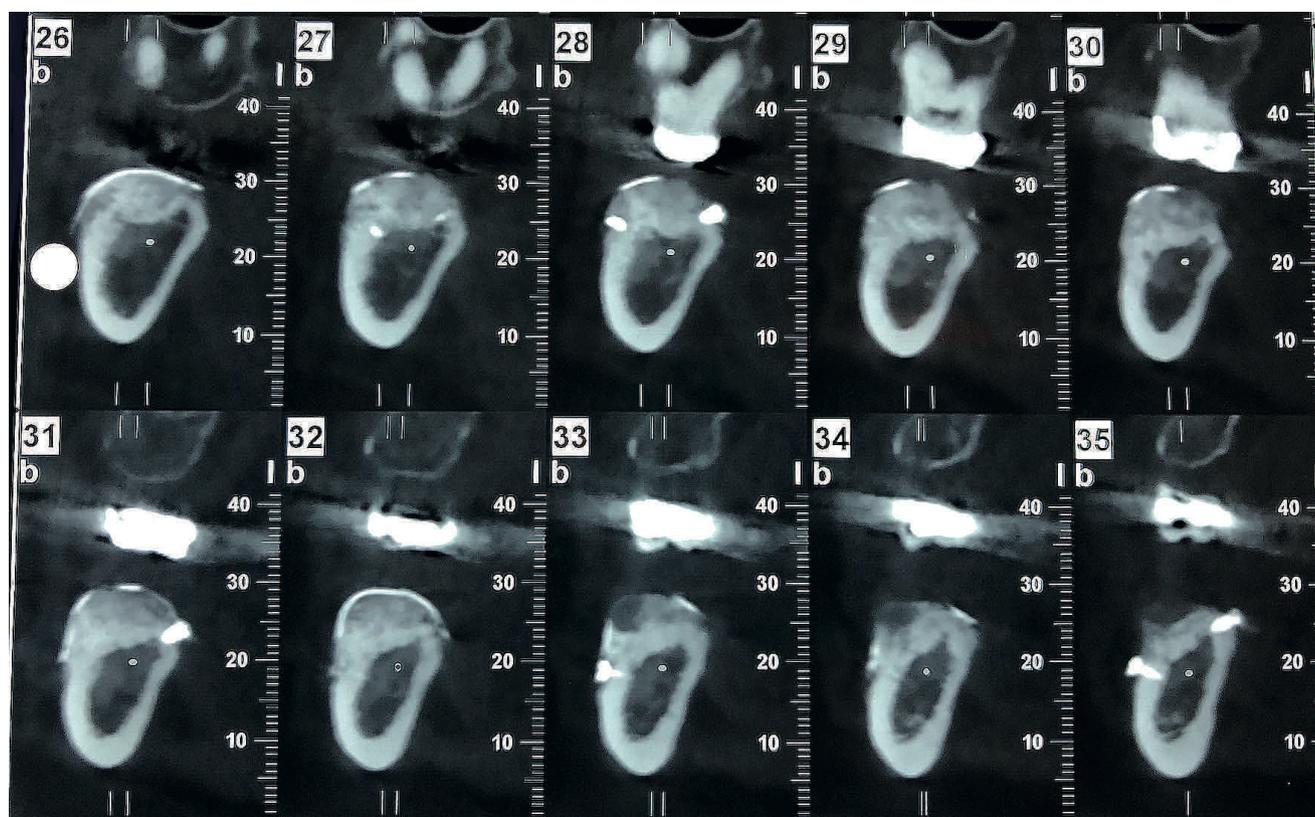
CBCT 5 meses posterior a la cirugía.
